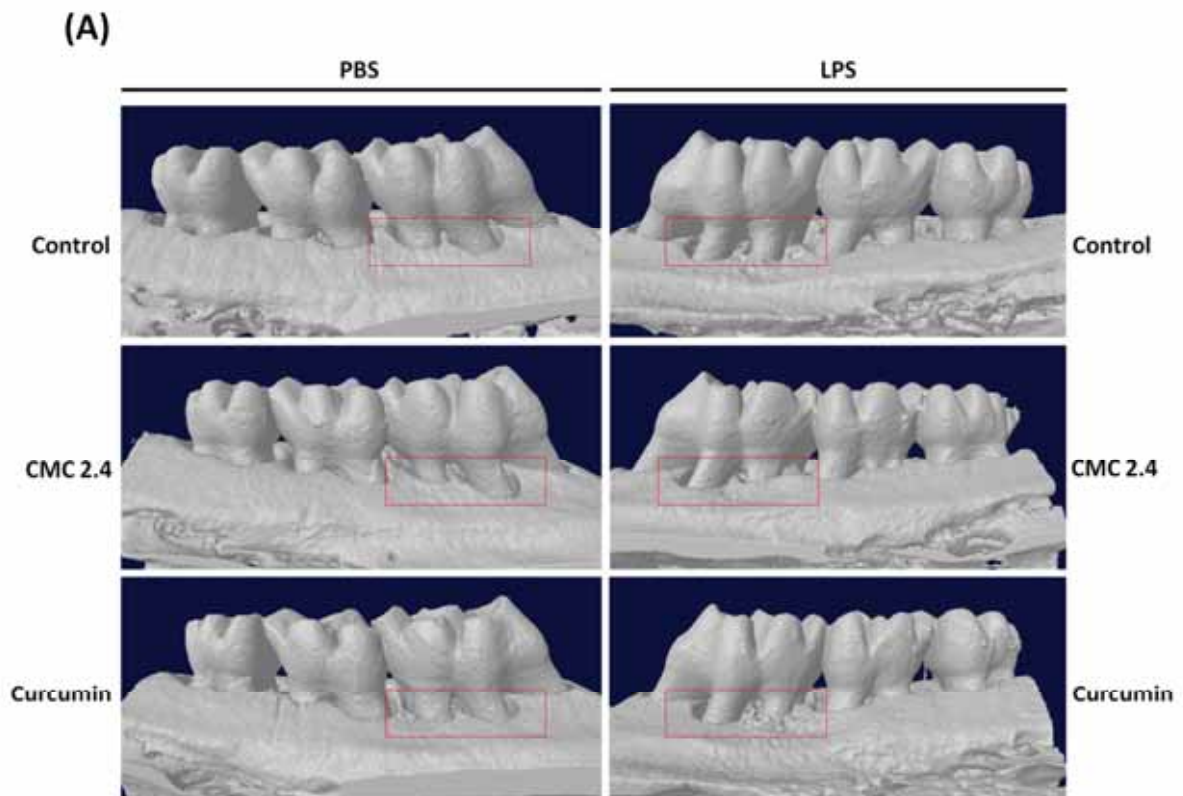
CMC reduziu significativamente a perda óssea alveolar em modelo de doença periodontal induzida por LPS. (A) Imagens de reconstruções tridimensionais de hemimaxilas representativas dos grupos experimentais. O retângulo vermelho é uma representação bidimensional da ROI cúbica utilizada para avaliação da fração de volume ocupada por tecido mineralizado. (B) Resultados quantitativos da análise por μ CT, demonstrando que a administração de CMC reduziu significativamente a reabsorção óssea numa área de interesse padronizada de 1100x3100um (retângulo em vermelho) incluindo o 1º. molar superior e a região interproximal da crista óssea entre 1º. e 2º. molares. Os veículos não resultaram em nenhum efeito sobre a fração de tecido mineralizado na ROI, tanto na presença quanto na ausência de LPS. (*) indica diferença significativa ($p < 0.05$) em comparação ao grupo controle negativo (sadio). As barras indicam os valores médios e as linhas verticais o erro padrão médio (SEM) de no mínimo três animais por grupo.
